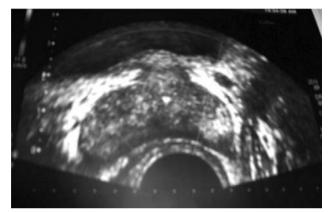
ТРУЗИ больного Н., 48 лет, до лечения
